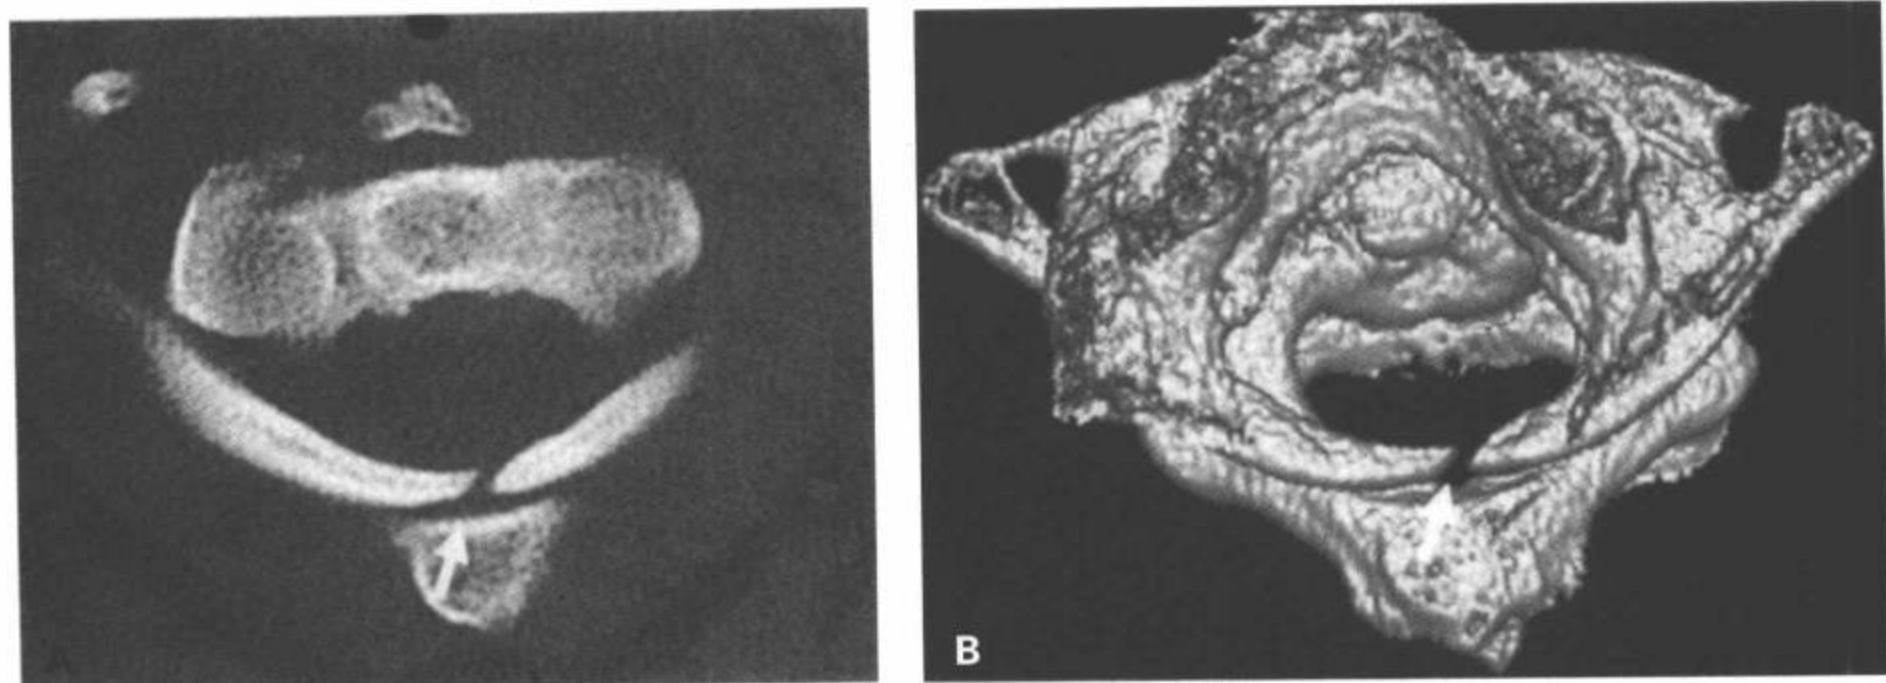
寰椎后环部分未骨化。A: CT横断面图像和(B)3D重组容积再现上面观图像显示寰椎后环部分未骨化的光滑边缘。
